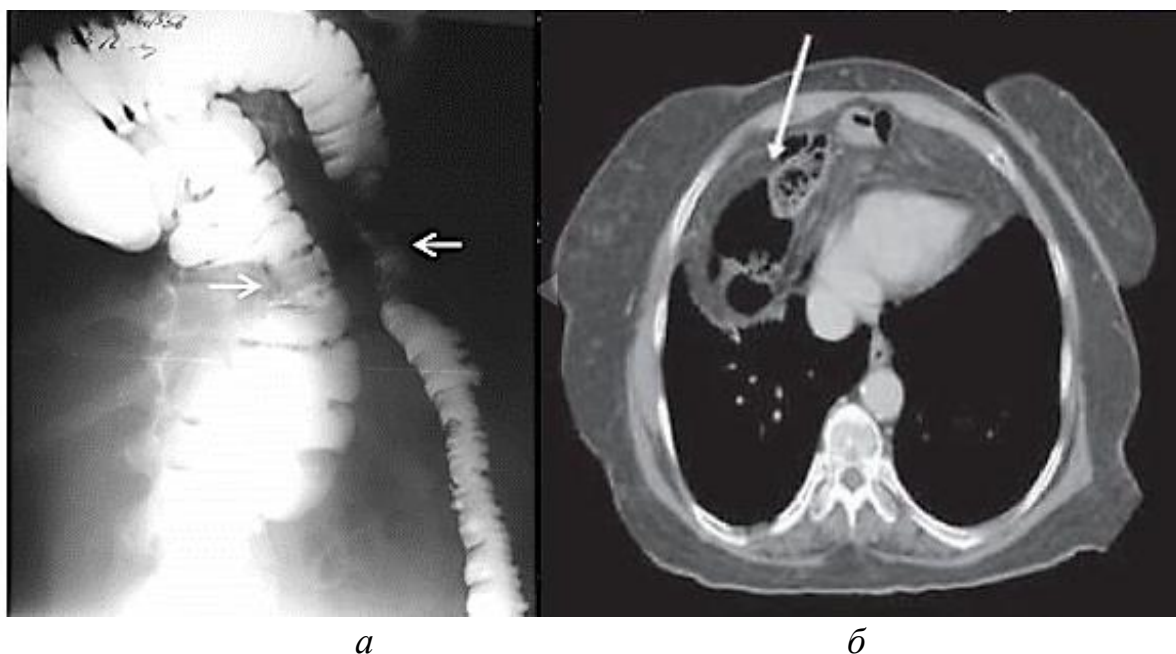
Рентгенологическая картина при ретростеральной грыжи Морганьи: а – ирригография: поперечно-ободочная кишка, перемещенная за грудину через грыжевые ворота (белые стрелки); б – МСКТ, аксиальный срез: в передне-нижнее средостение и правую плевральную полость перемещены поперечно-ободочная кишка с большим сальником (белая стрелка) с развитием ателектаза нижней доли легкого и смещения сердца влево (<https://radiographia.info/presentation/diafragmalnye-gryzhi-chno-nuzhno-znat-radiologu>)
